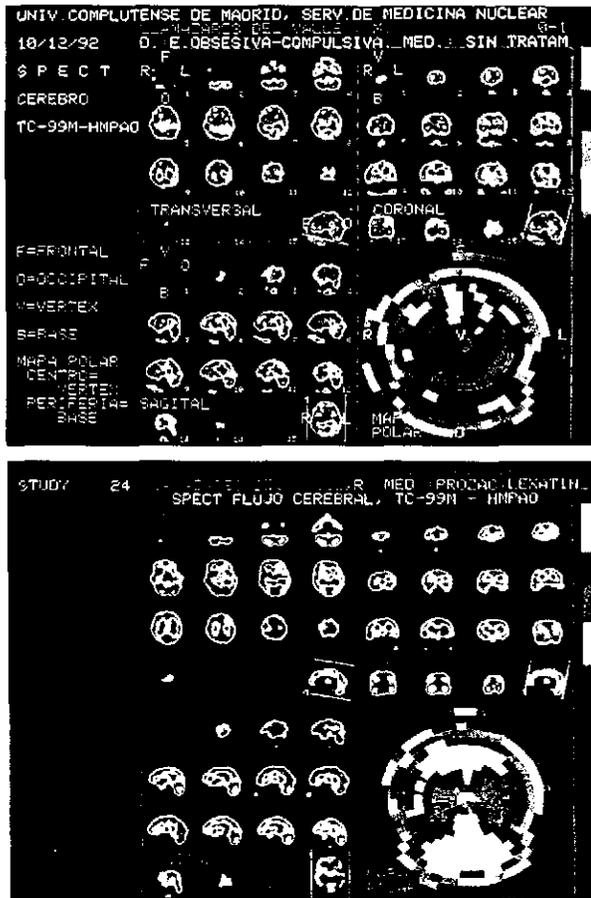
Imágenes mediante tomografía de emisión positrónica en un adolescente de 16 años con TOC, antes del tratamiento con fluoxetina (arriba) y después del tratamiento (abajo). Nótese la normalización del hipermetabolismo orbitofrontal y caudado. Se presentan cortes transversales, coronales y sagitales. (Imagen amablemente cedida por Molina V, Montz R y Rubia FJ del servicio de Psiquiatría del Hospital General Gregorio Marañón, del Departamento de Medicina Nuclear de la Universidad Complutense de Madrid y del Departamento de Fisiología de la misma universidad respectivamente.)
